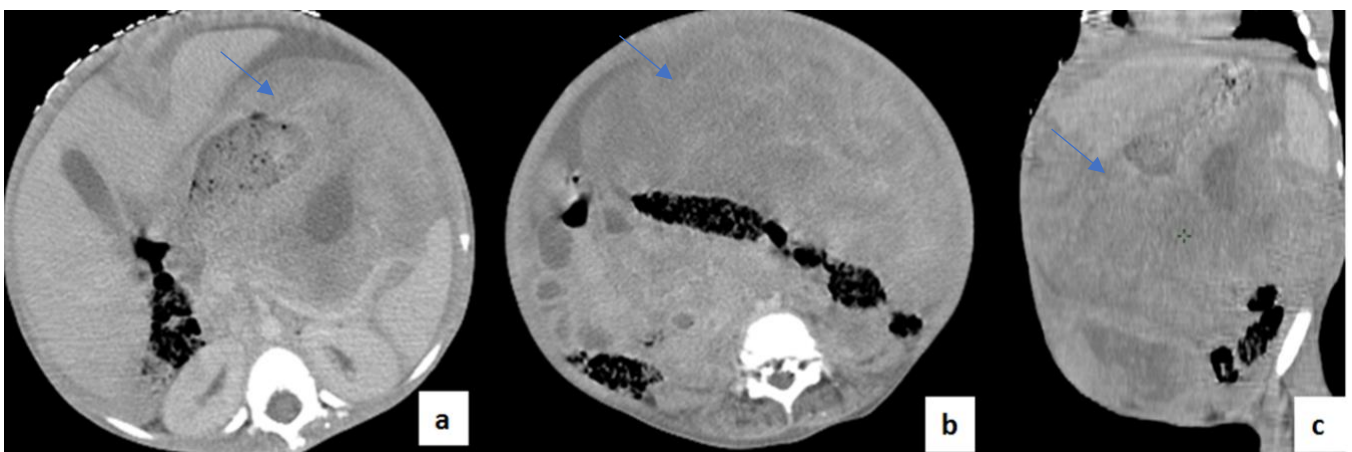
Coupes axiales et sagittale d'une TDM abdominale après injection de PDC: Volumineuse masse abdomino-pelvienne à double composante solide et kystique rehaussée de façon hétérogène après contraste
